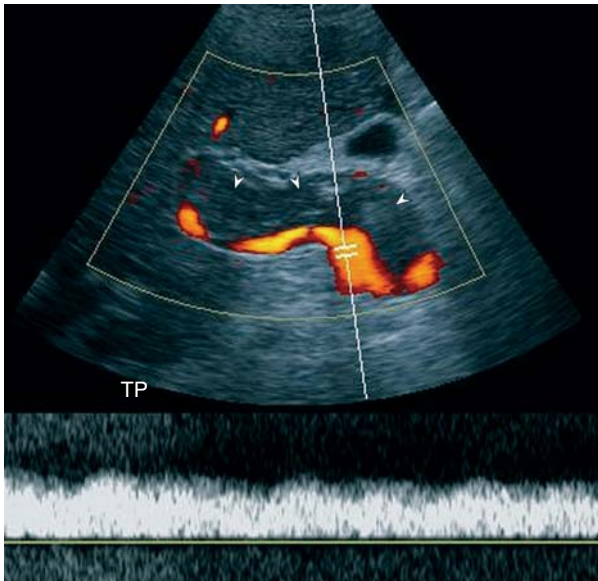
Aspect échographique à l'échographie-Doppler couleur et en mode énergie d'une thrombose veineuse portale. Les ultrasons en échelle de gris, le Doppler couleur et le Doppler spectral mettent en évidence une structure tubulaire hypoéchogène (*têtes de flèches*) correspondant à un thrombus non occlusif siégeant dans la presque totalité du tronc porte (TP). La perméabilité est aperçue dans la partie périphérique et profonde du vaisseau.
